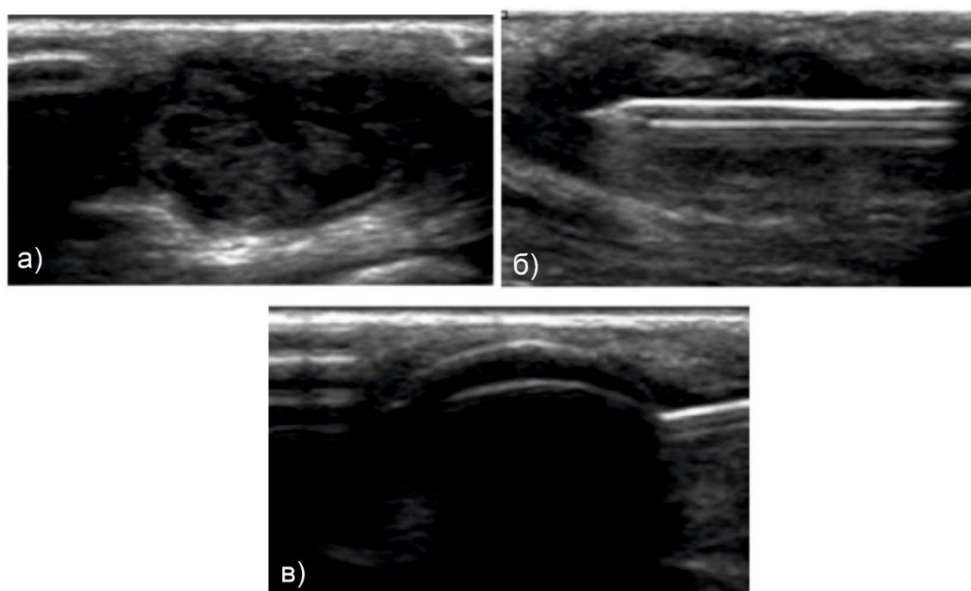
Ультразвуковой мониторинг процесса криодеструкции подошвенной фибромы. Исходное УЗИ изображение (а). Размещение
